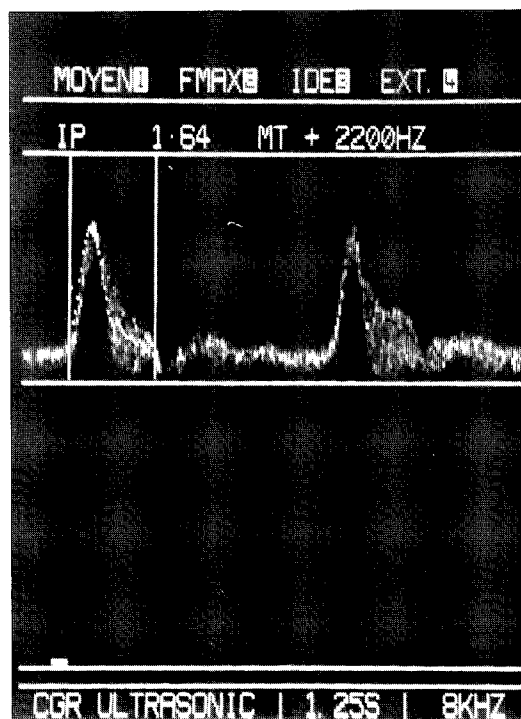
B — Análise espectral do fluxo da aorta descendente fetal, obtida com o aparelho SONEL, CGR Ultrasonic.
